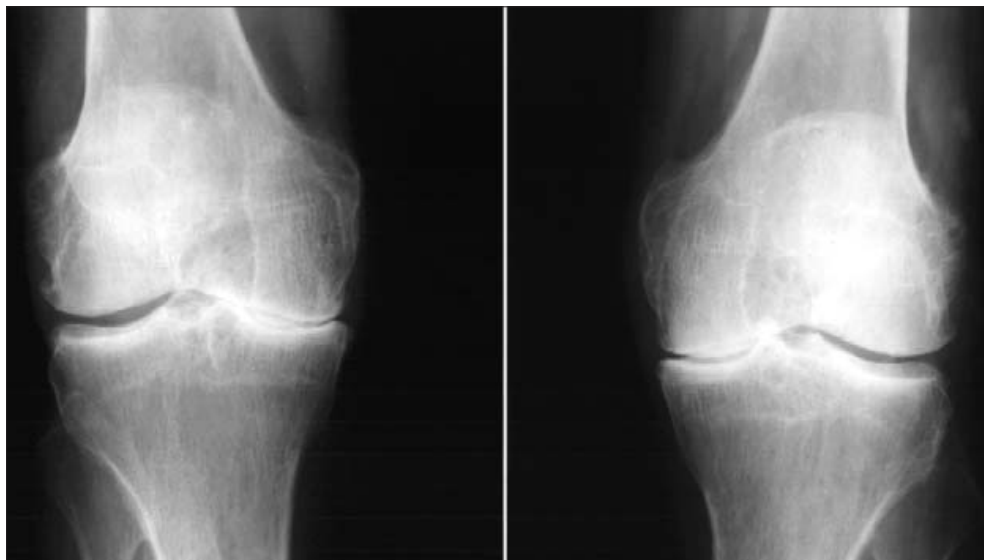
Рентгенограммы коленных суставов. Артроз, стадия 3. Выраженное неравномерное сужение суставных щелей суставов в медиальных отделах. Небольшие остеофиты на медиальных углах суставных поверхностей бедренных и большеберцовых костей.
